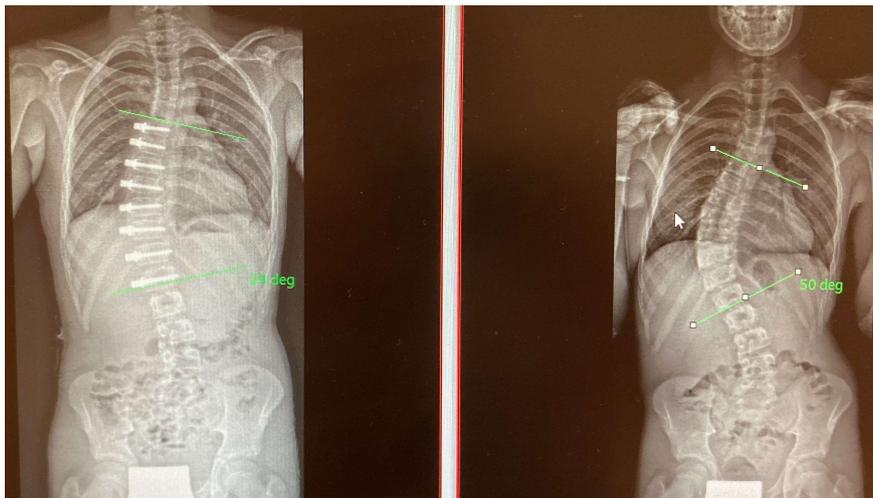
Radiographie de face d'un patient ayant bénéficié d'une VBT : avant (droite) et après (gauche) l'intervention.
